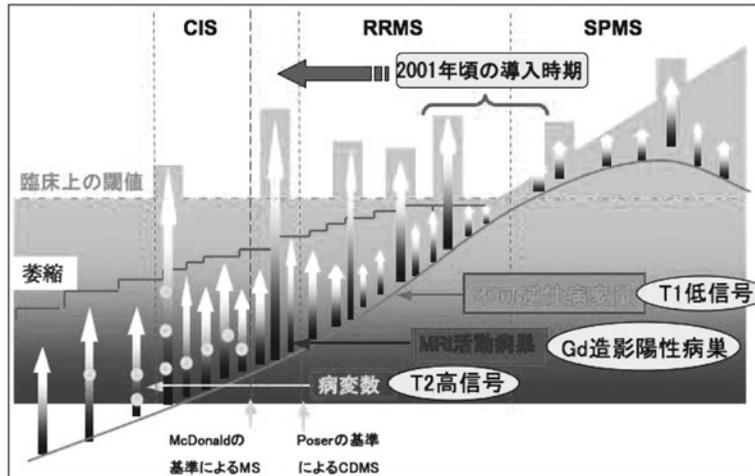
MS の自然経過・MRI 画像情報と IFN- β 治療
